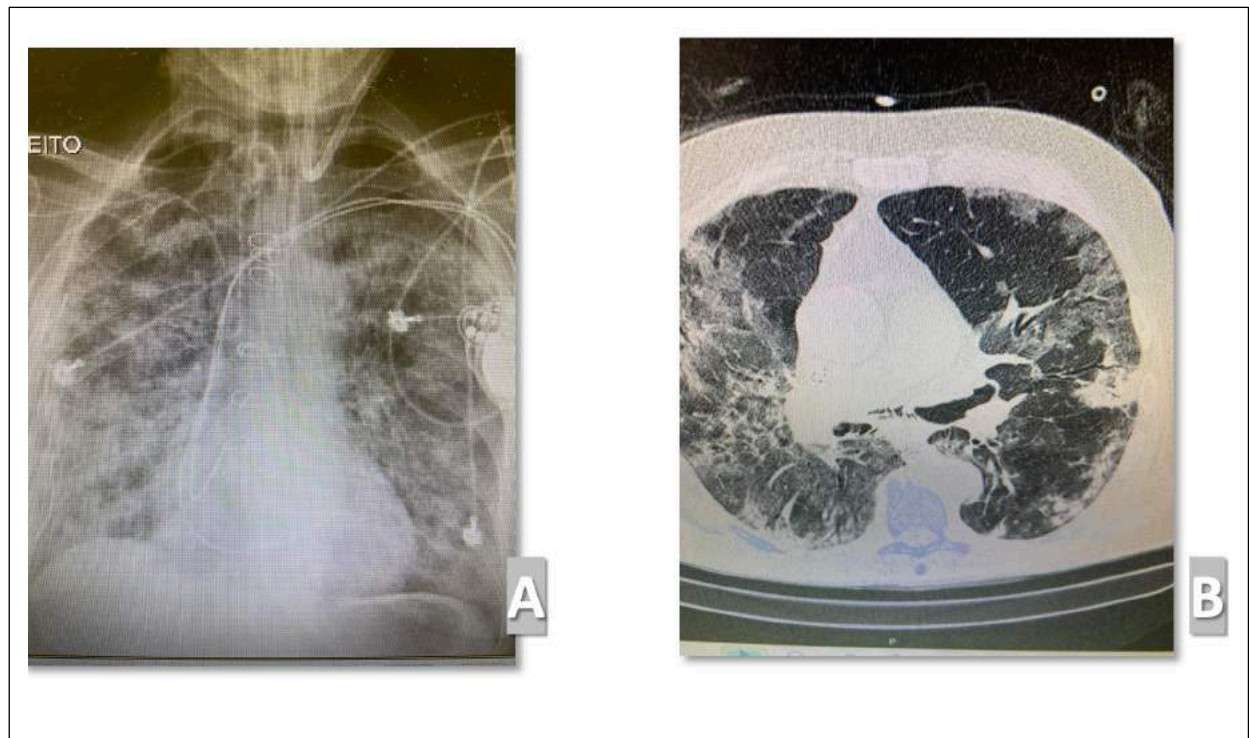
Imagem de tórax. Em A: radiografia (RX) em paciente com SARA por COVID-19, evidenciando infiltrado pulmonar difuso. Já em B, temos uma tomografia computadorizada (TC) de tórax, com presença de infiltrado pulmonar difuso em paciente com SARA por COVID-19.
